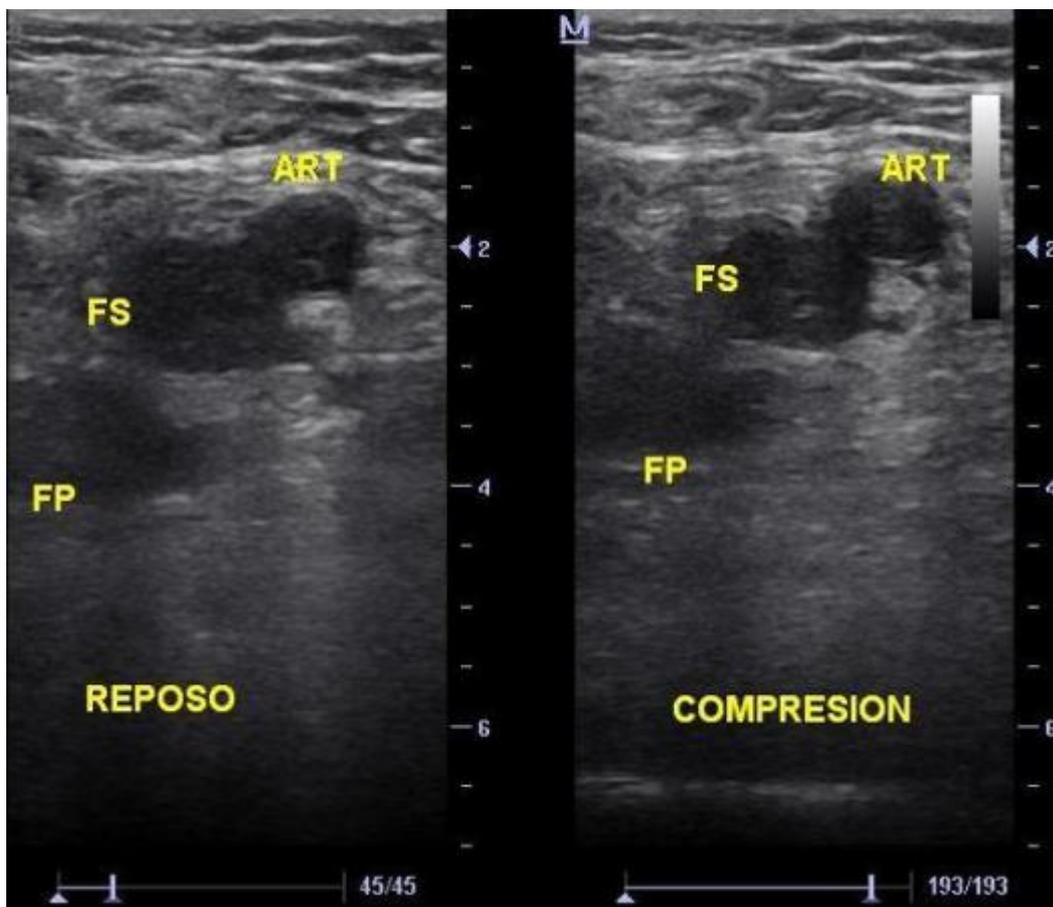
absence de compressibilité de la veine en échographie veineuse
